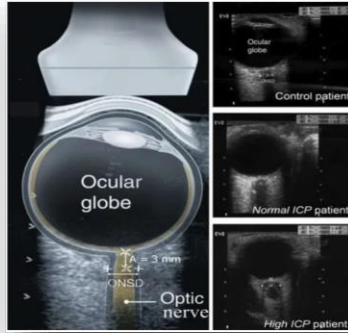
Técnica de la medición de la vaina del nervio óptico en ultrasonido ocular. Recuperado de internet <http://ww7.60secondem.com/ocular-ultrasound-for.../> (Fecha de actualización: 15 de agosto de 2023).
